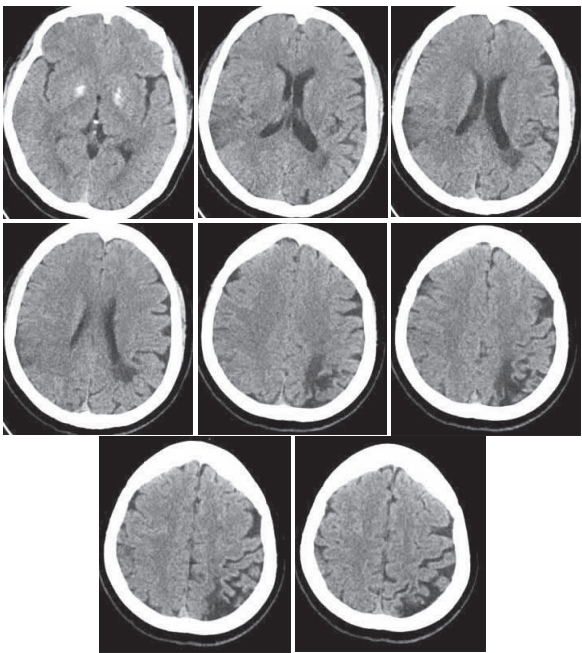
颅脑 CT 示右侧颞顶叶低密度灶,考虑脑梗死,左侧枕顶叶软化灶
